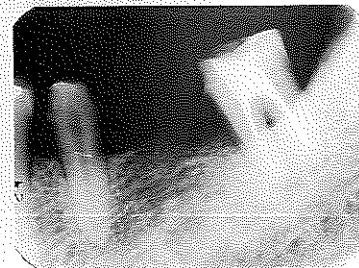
保定期間中のX線写真。7近心の骨吸収像が少し改善されているようにみえる。歯周ポケットは3mmに変化している
